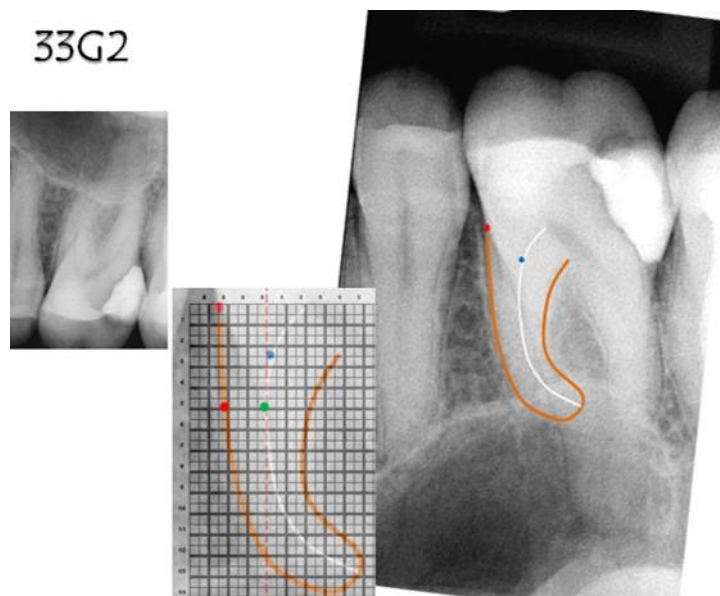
Rotação da radiografia do grupo G2 para coleta dos valores dos pontos.
